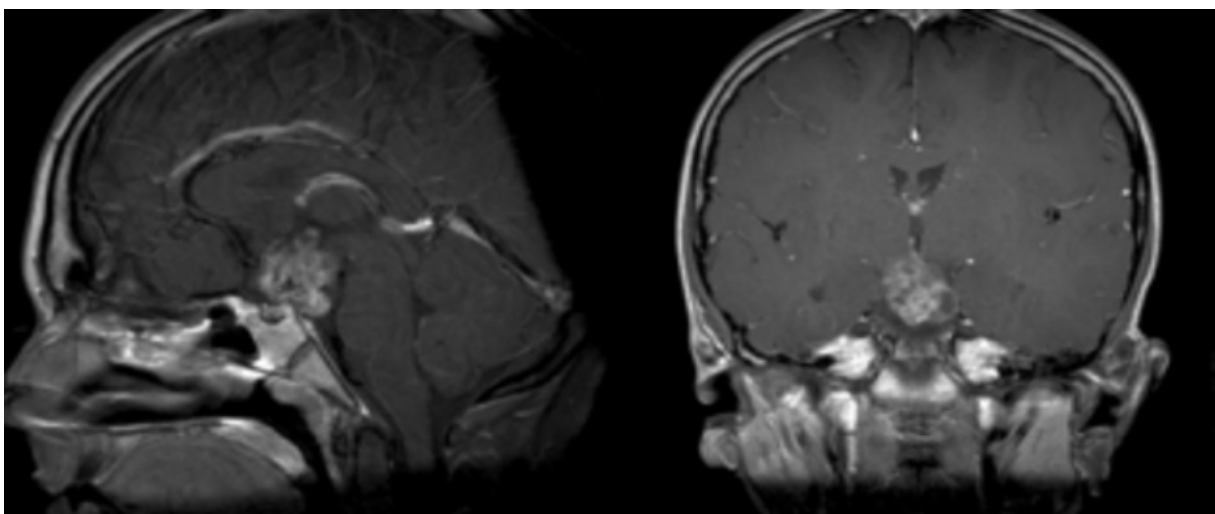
Προσπέλαση χορδώματος 45 ετών γυναίκας διαμέσου του αποκλίματος. Διεχειρητικές εικόνες από Navigation - σε CT και MRI με σκιαγραφική ενίσχυση, που δείχνουν ένα εκτεταμένο χόρδωμα αποκλίματος με σημαντική πίεση στο στέλεχος. Ο όγκος αφαιρέθηκε πλήρως - σε follow up, 6 χρόνια αργότερα, η ασθενής έχει ανακτήσει φυσιολογική κινητικότητα.
